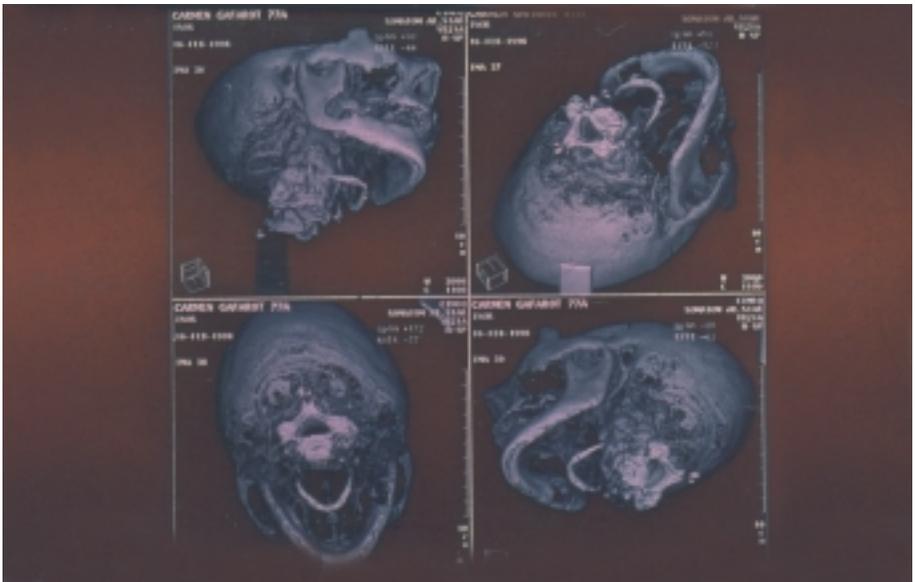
TAC helicoidal o tridimensional que permite una definición completa y con muchos detalles de una lesión osteolítica de la parte más posterior de la rama mandibular.
